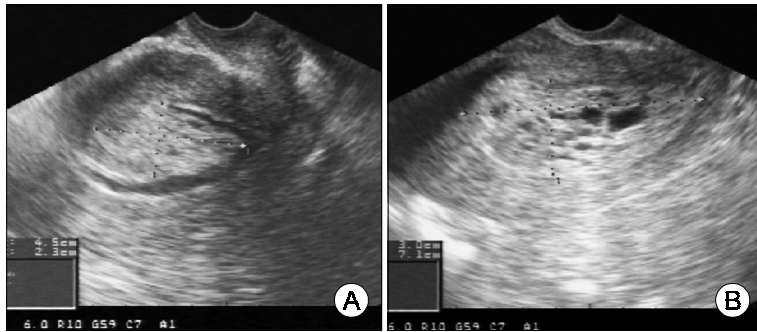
(A) A 4.5×2.3 cm hyperechogenic mass protruding to the uterine cavity is shown at sonohysterogram. (B) A 7.1×3.0 cm sized lesion is shown at transvaginal sonogram just before hysterectomy.
